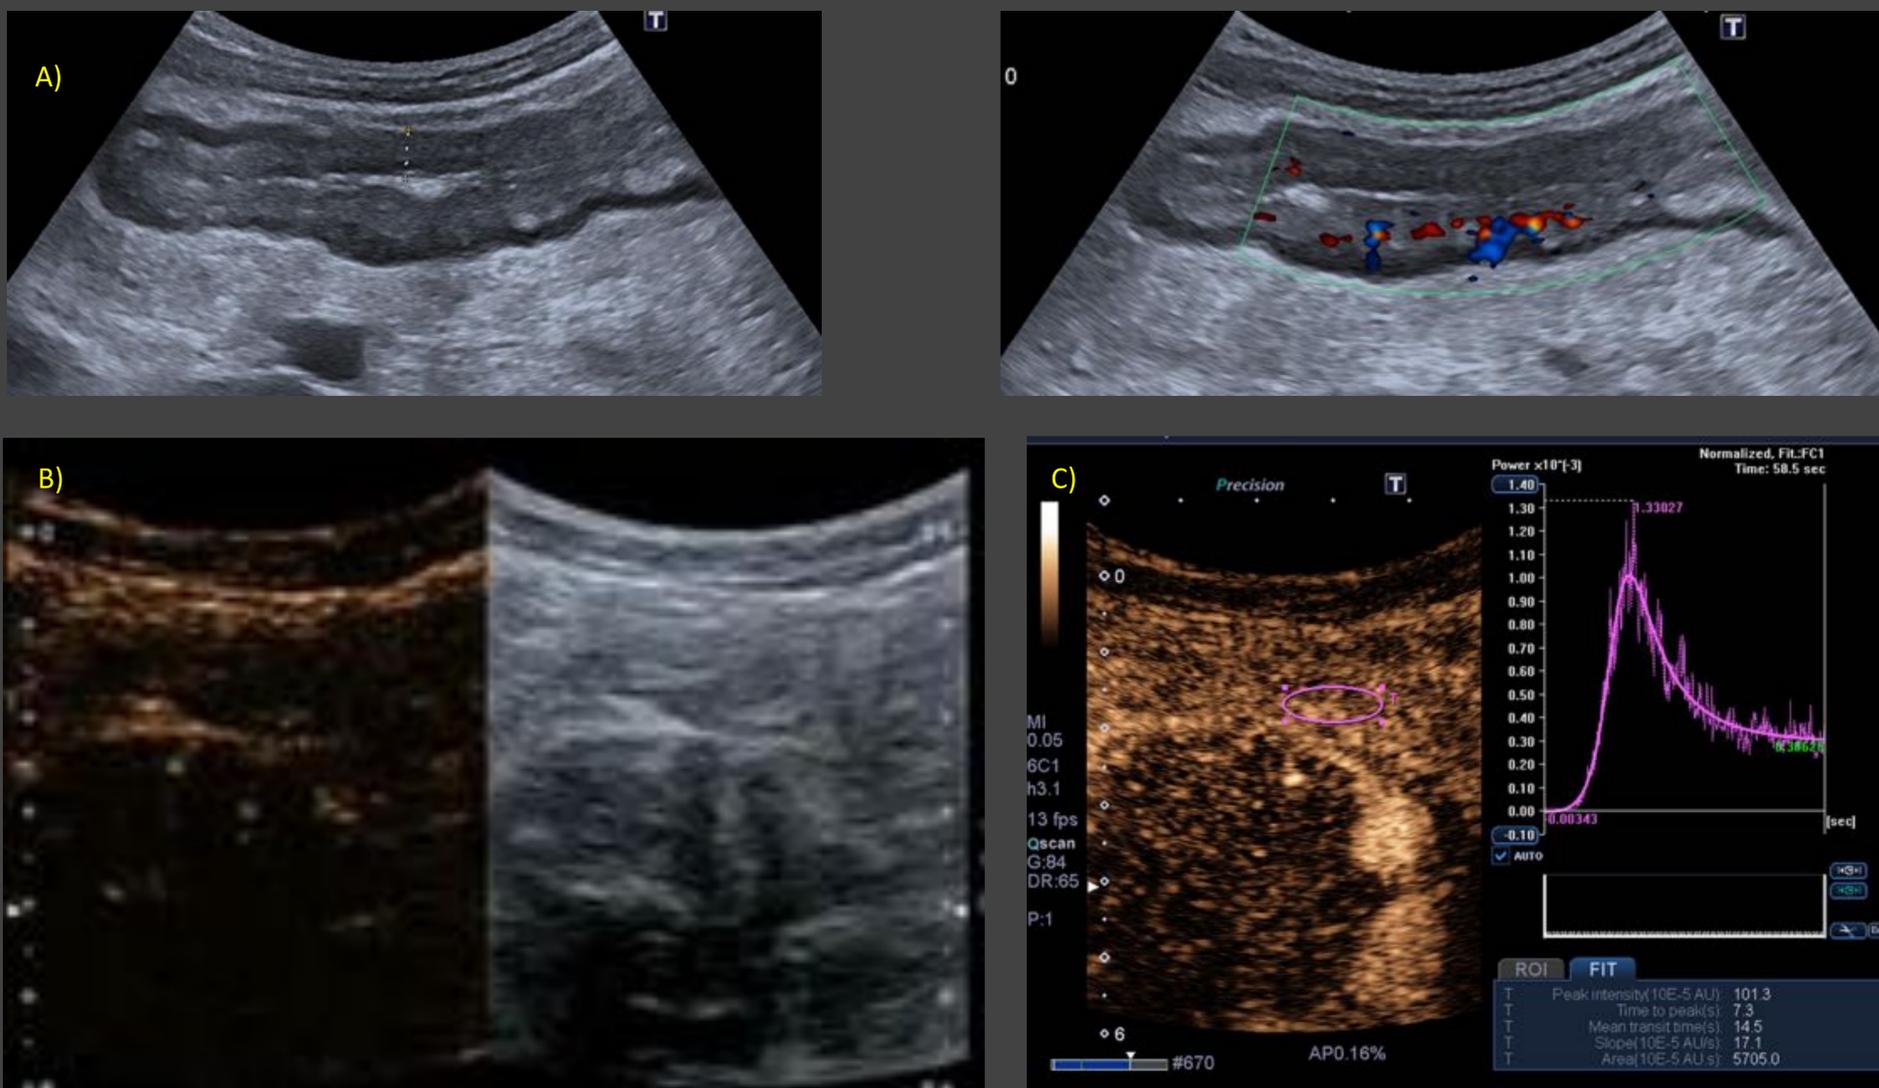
Crohn actividad cuantitativa. A). Engrosamiento parietal importante de un largo segmento de íleon medio con doppler grado 2. B) Vídeo. Tras la administración de cte. se aprecia realce intenso transmural. D) Curvas TIC con valores altos de Peak y slope, con acortamiento del tiempo al pico indicando actividad inflamatoria severa.
